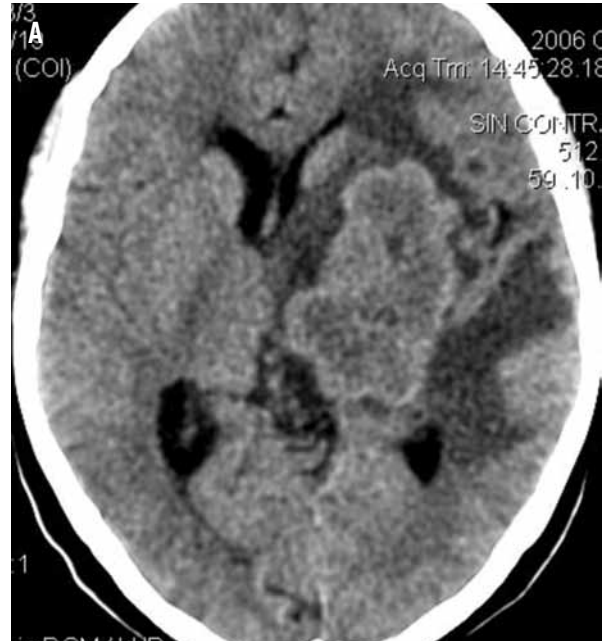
Tomografía cerebral. Absceso cerebral multiloculado, pared gruesa, bordes irregulares y edema perilesional. A). Sin contraste (TCSC). B). Con contraste (TCCC).
